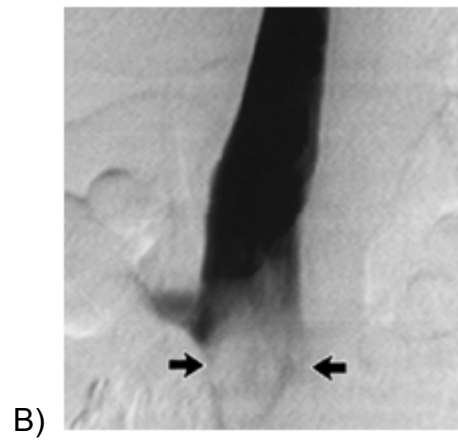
Imagen de Ultrasonido con visualización de trombo en la confluencia de la Vena Safena con la Femoral Común A). Visualización de válvulas en la Vena Femoral Superficial B).
